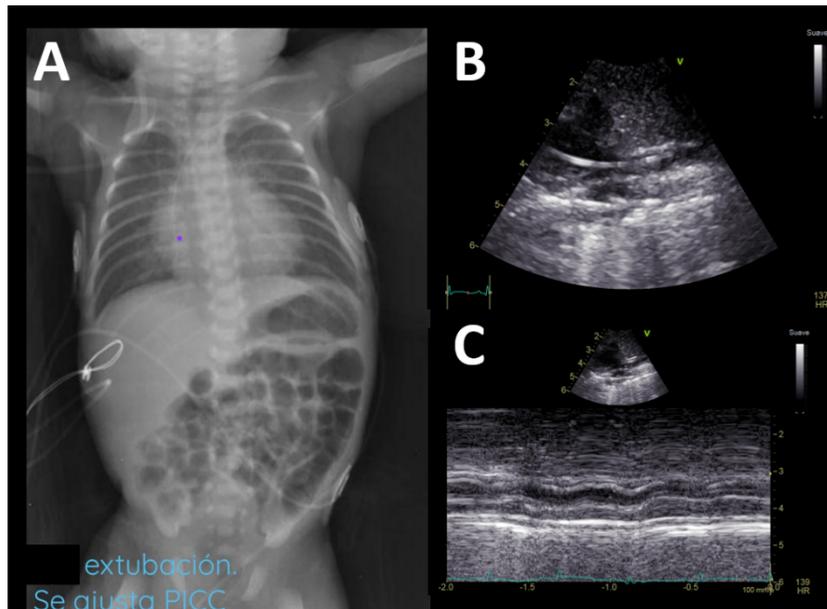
Catéter entregado como adecuadamente colocado (A) que se corrobora por ultrasonido estar pasado mas de 2 cm (B), ajustado en tiempo real, dejándolo en unión cavo-atrial (C)
